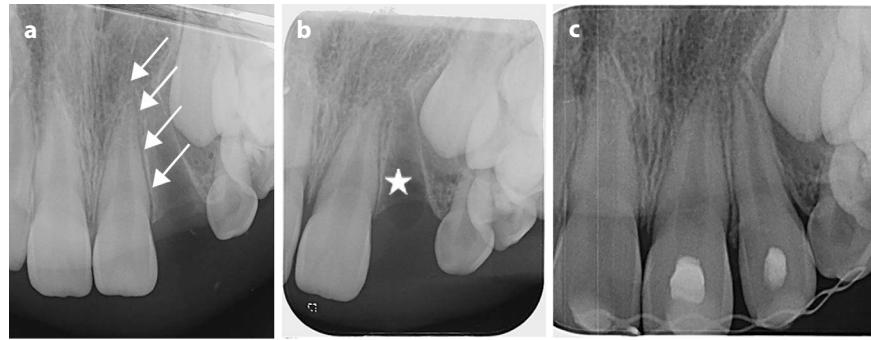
Röntgenbilder am Unfalltag in 2 Ebenen: Aufbissaufnahme (a) und Einzelzahnfilm (b) als diagnostische Röntgenbilder zeigen einen erweiterten Parodontalspalt apikal und distal am nach palatinal dislozierten Zahn 21 (Pfeile) sowie eine leere Alveole regio 22 (Stern); Zustand nach Repositionierung, Schienung, Trepanation und antiresorptiver Einlage (c). (Mit freundl. Genehmigung © Zahnklinik 1, Erlangen)
